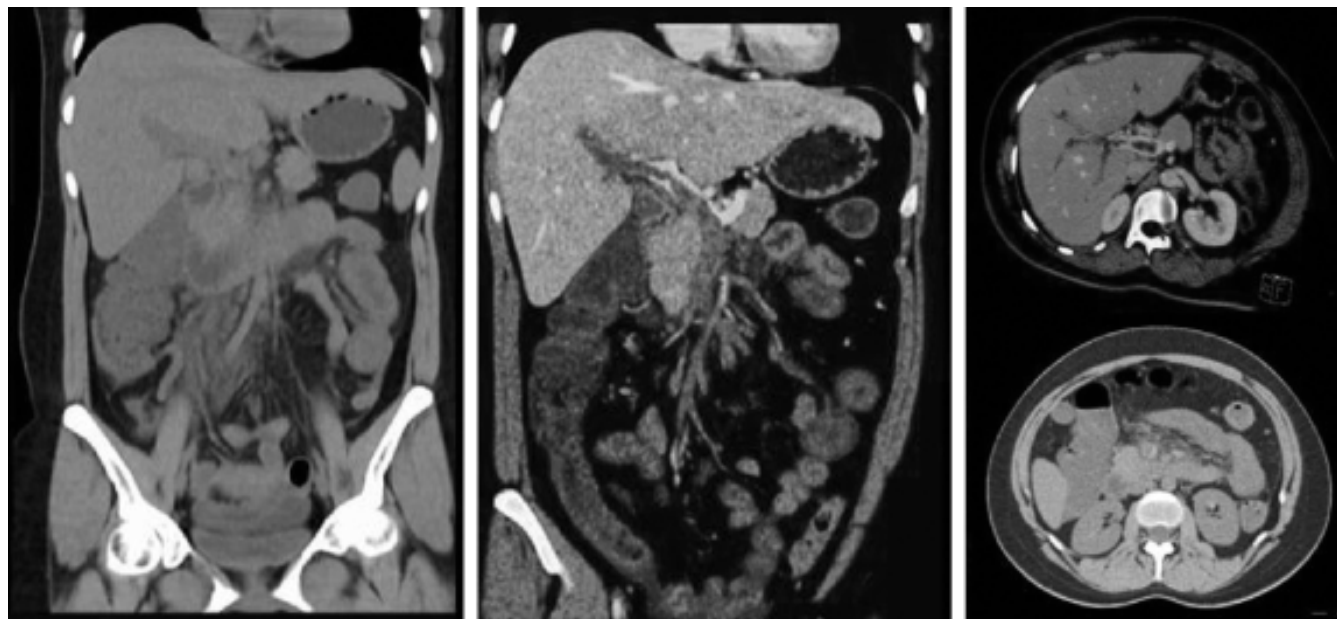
Se le realiza tomografía computarizada (TC) simple y angio-TC, en la primera se muestra importante engrosamiento de la pared de intestino, así como hiperdensidad de la mesentérica superior con estricción grasa asociada; con contraste se evidencia el defecto de llenado de dichos vasos.
